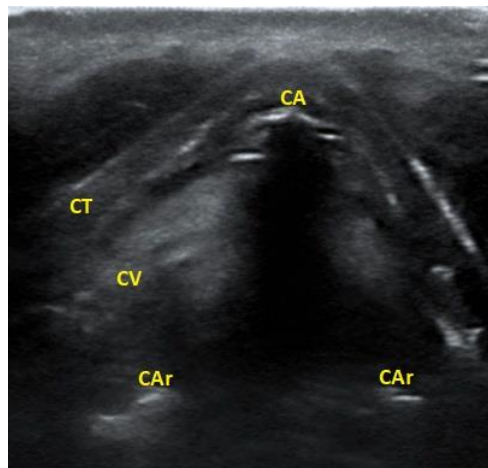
CT= cartílago tiroides; CA= comisura anterior; CV= cuerdas vocales; CAr= cartílagos aritenoides. Fuente propia.
